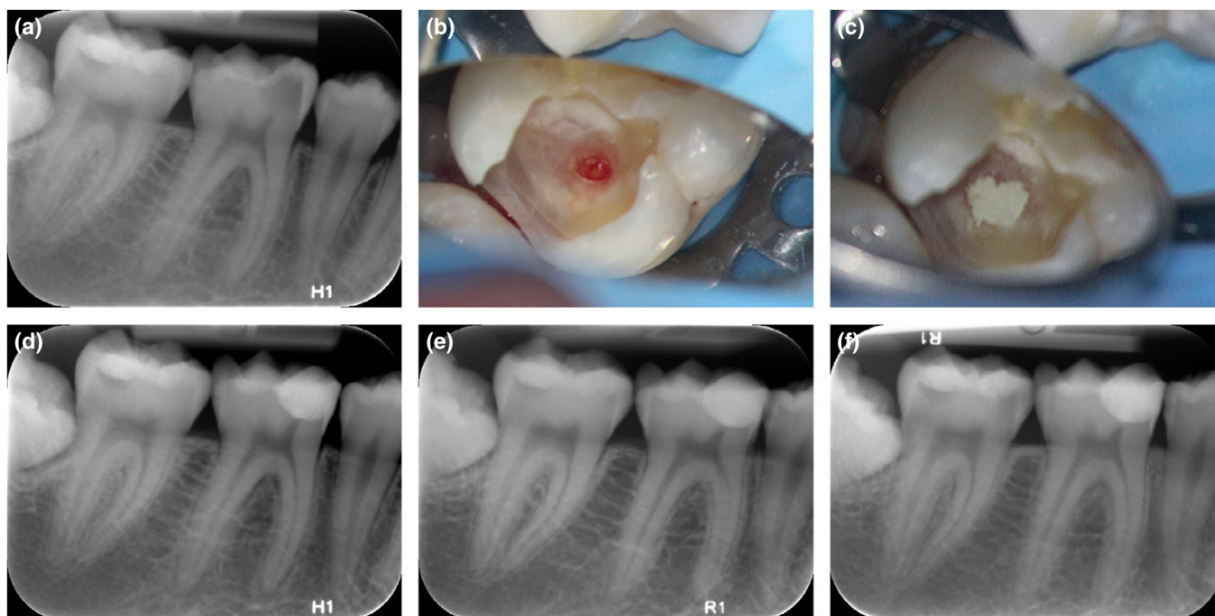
Mise en place d'un coiffage pulpaire sur une première molaire mandibulaire droite (46) (abc) ; radiographie post opératoire (d) et évolution à 1 an (e) et 2 ans (f) (Bjørndal et al., 2019).
